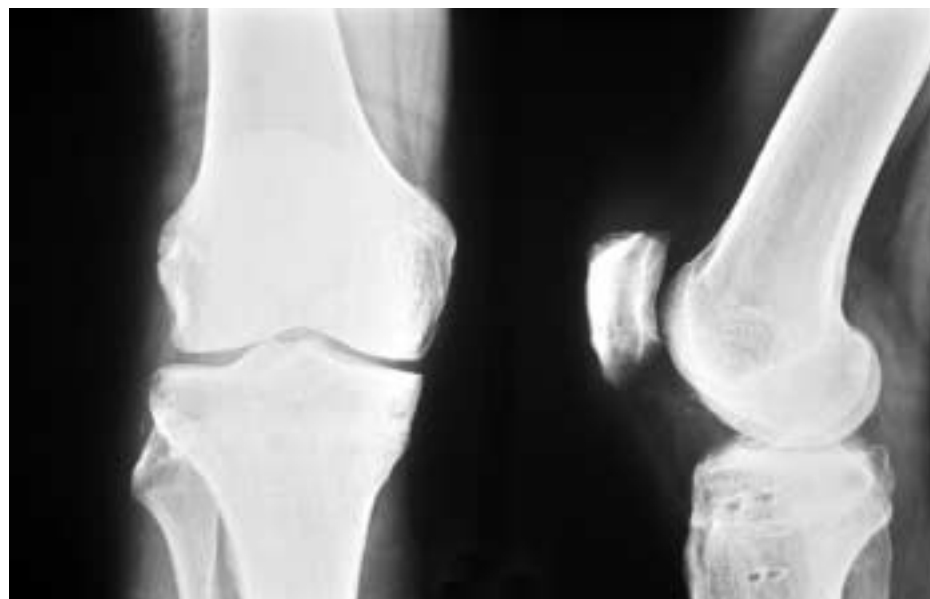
Mediale Gonarthrose im Röntgenbild
